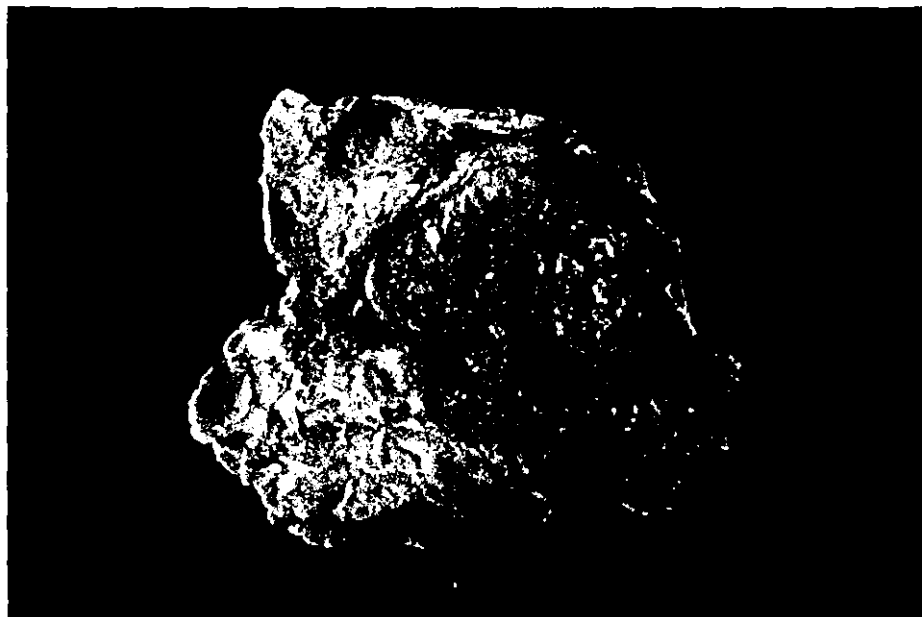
TUMOR DE WARTHIN DE PAROTIDA DERECHA. BIEN CIRCUNSCRITO, CAFÉ CLARO DE ASPECTO PAPILAR.
